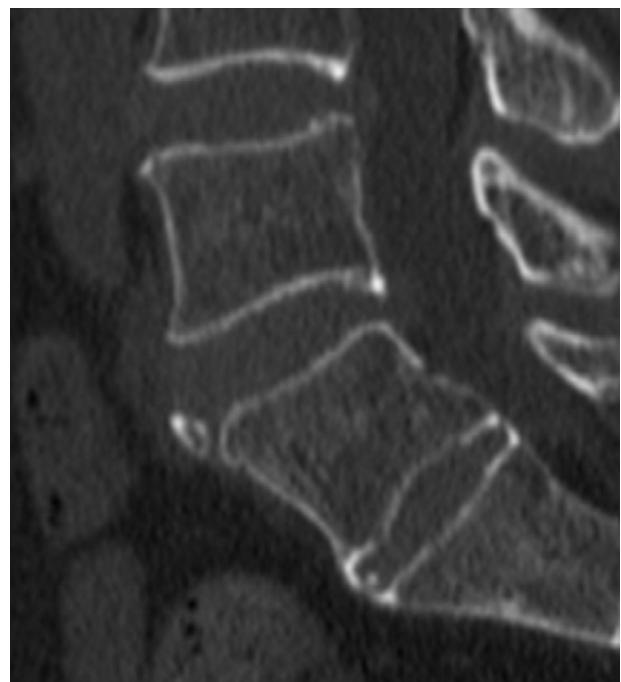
Imagen sagital de TC columna lumbosacra. Osículo de morfología triangular y margen bien definido de hueso cortical, separado del resto del cuerpo vertebral de L5 por un defecto óseo de tejidos blandos.
